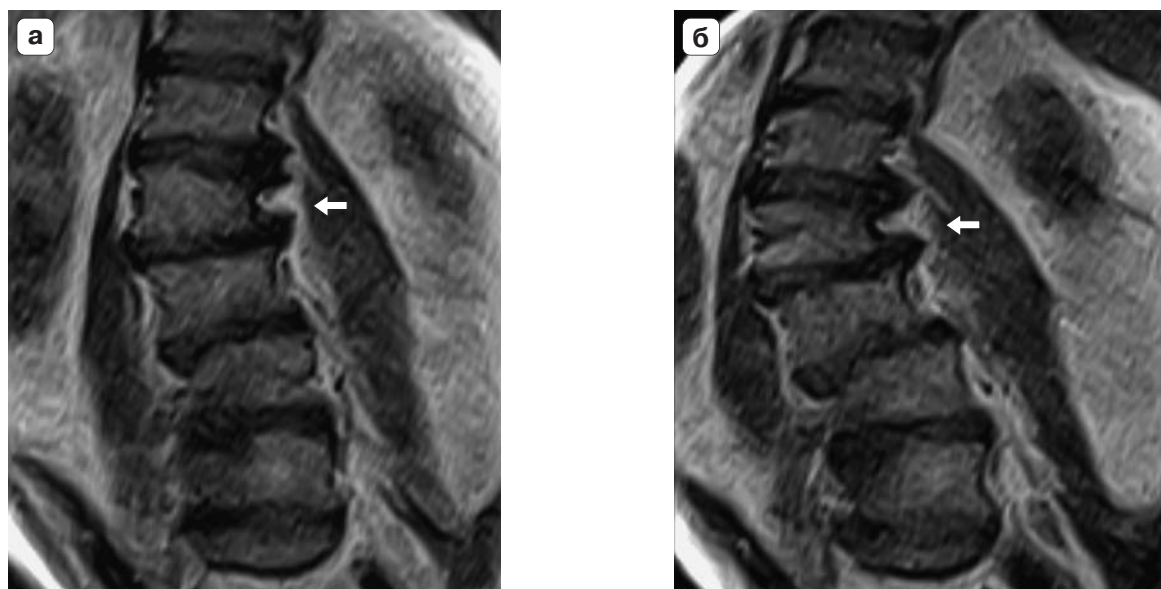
МР-томограммы поясничного отдела позвоночника, T1ВИ во фронтальной плоскости в положении лежа (а) и стоя (б). В положении лежа отмечается сколиотическая деформация поясничного отдела позвоночника под углом 20°, при вертикализации – увеличение сколиоза на 13° (стрелки).
